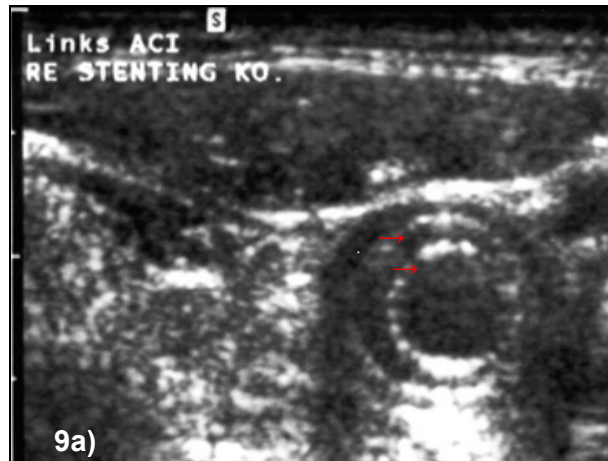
a+b: Duplexsonographie der ACC und ACI bei einer Patientin mit einer Restenose nach SPTCA und erneutem Stenteinsatz (siehe auch Abb. 7 a-d). Im B-Bild der Abb. 9a erkennt man die beiden ineinanderliegenden Stents (→). Abb. 9b zeigt den gleichen Gefäßabschnitt im Längsschnitt. Hier finden sich im mittleren Anteil des Gefäßabschnitts Schlagschatten bildende, kalzifizierende Plaques, die zu einer eingeschränkten Beurteilbarkeit des Gefäßes führen. Proximal und distal des Schlagschattens sind wiederum die beiden Stents gut zu Erkennen (↓).
